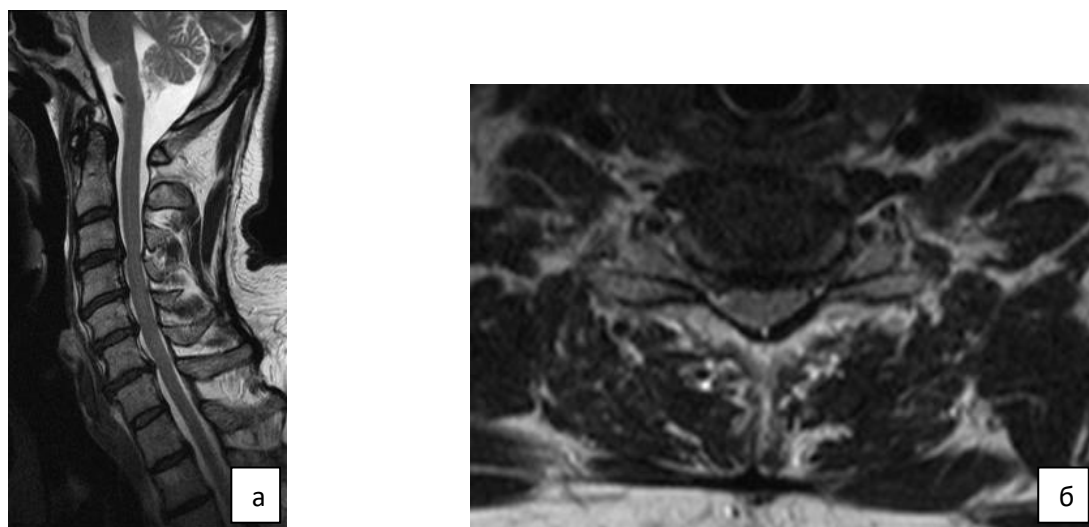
А — сагиттальная МРТ-грамма шейного отдела позвоночника до операции (клинически значимые грыжи межпозвонковых дисков C_{III}-C_{VII}); б — фронтальная МРТ-грамма шейного отдела позвоночника (уровень максимального стеноза – C_V-C_{VI})
